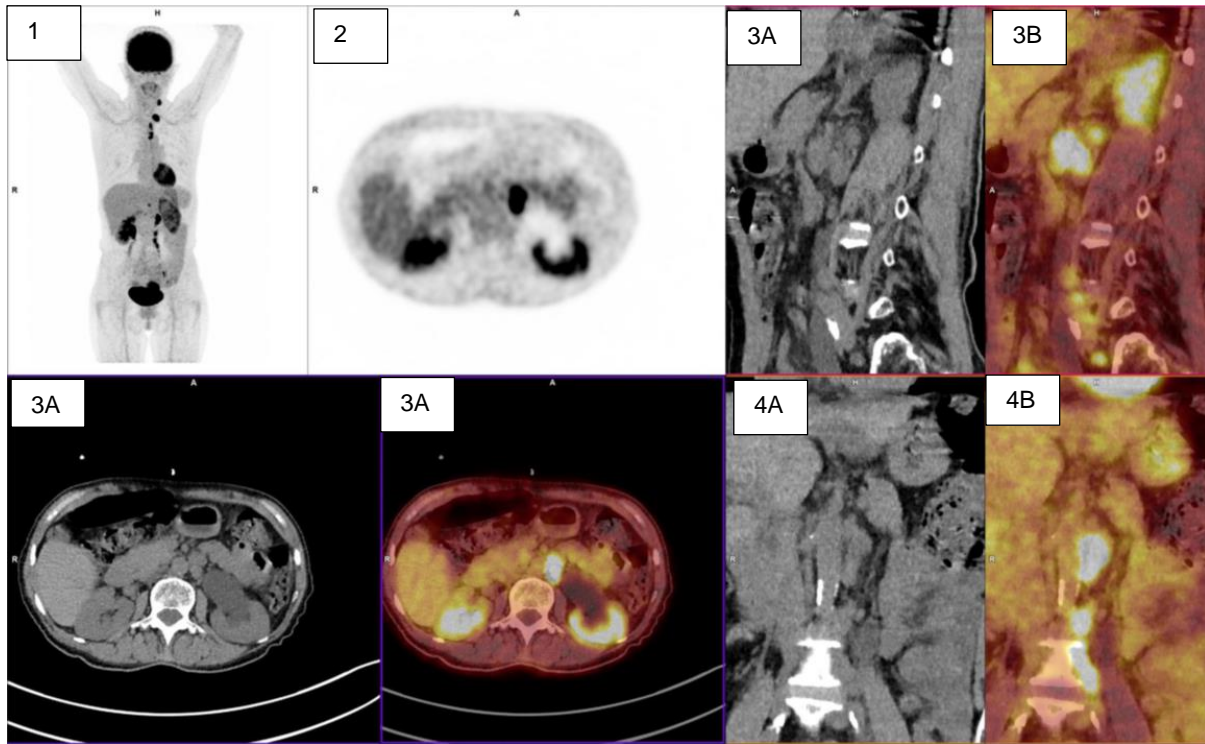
TEP-TDM numérique chez la patiente n°403
